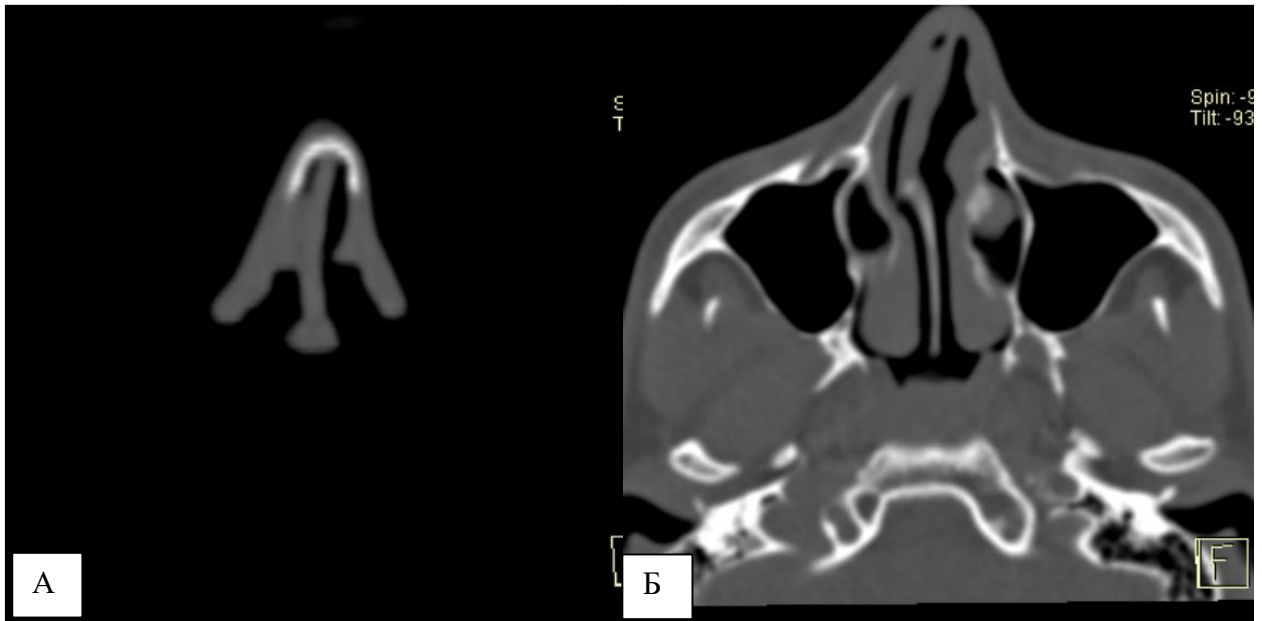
КТ – снимки: на коронарном срезе (а) и аксиальном срезе (б) визуализируются синехии справа
